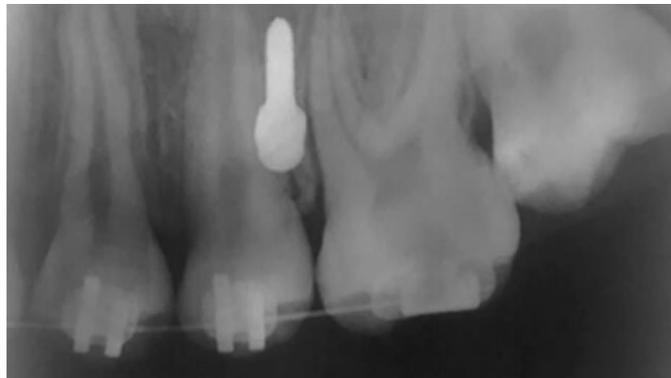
Radiografía donde existe aproximación radicular del micro implante ⁽⁵⁾
